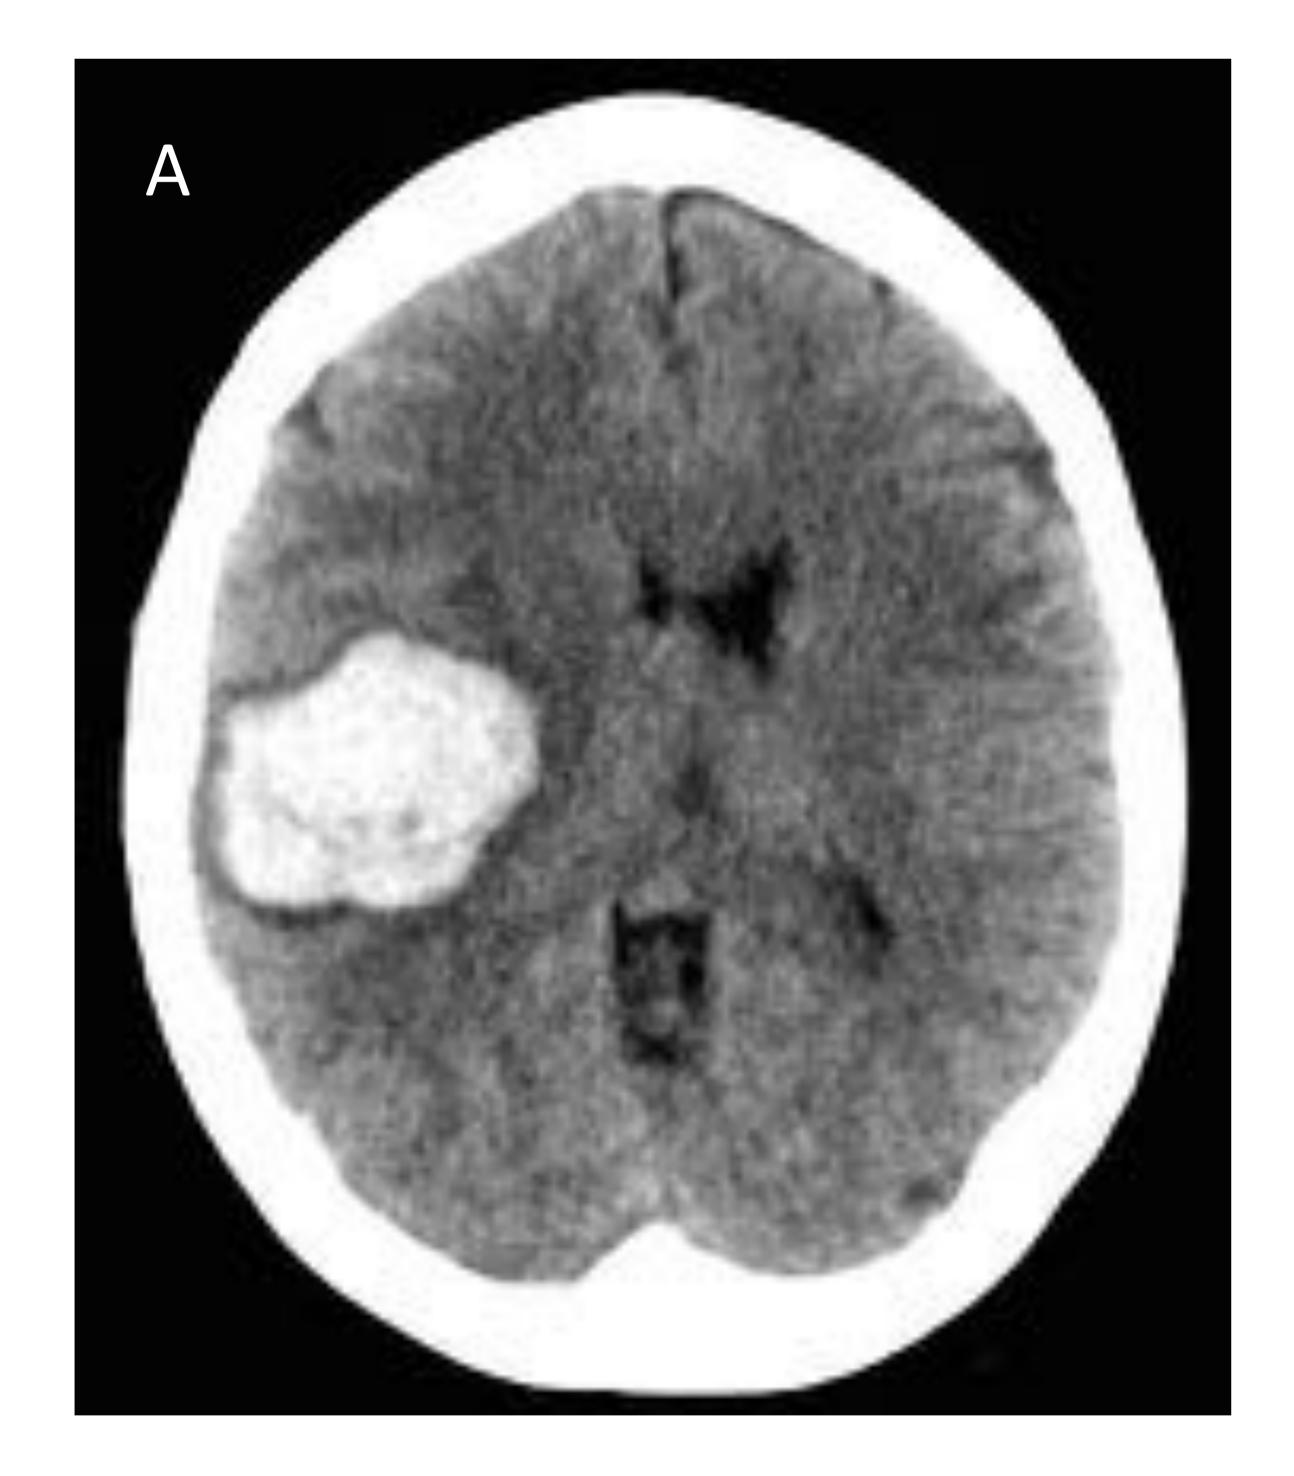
A) Mujer de 36 años que presenta episodio agudo de cefalea y hemiparesia izquierda. Corte axial de CT sin CIV muestra extenso hematoma agudo intraparenquimatoso temporoparietal derecho con discreto edema circundante y apertura al sistema ventricular. B). Una imagen axial MIP de angio CT muestra en la región posterior del hematoma un conjunto de vasos anómalos, tortuosos y elongados (flecha) compatible con malformación arteriovenosa. C) Reconstrucción volumétrica 3D del angioCT en una proyección axial muestra las arterias nutricias dependientes de ACM (flechas blancas largas), el nidus de la MAV (flecha negra) , y las venas de drenaje (flecha blanca corta). C) En la proyección coronal se visualizan las venas de drenaje elongadas y serpinginosas (flecha). D) Se realizó angiografía que confirmó MAV con aportes principalmente de ACM derecha (flechas blancas largas), nidus (flecha negra) y venas de drenaje (flecha blanca corta) y se procedió a la embolización de la MAV.
